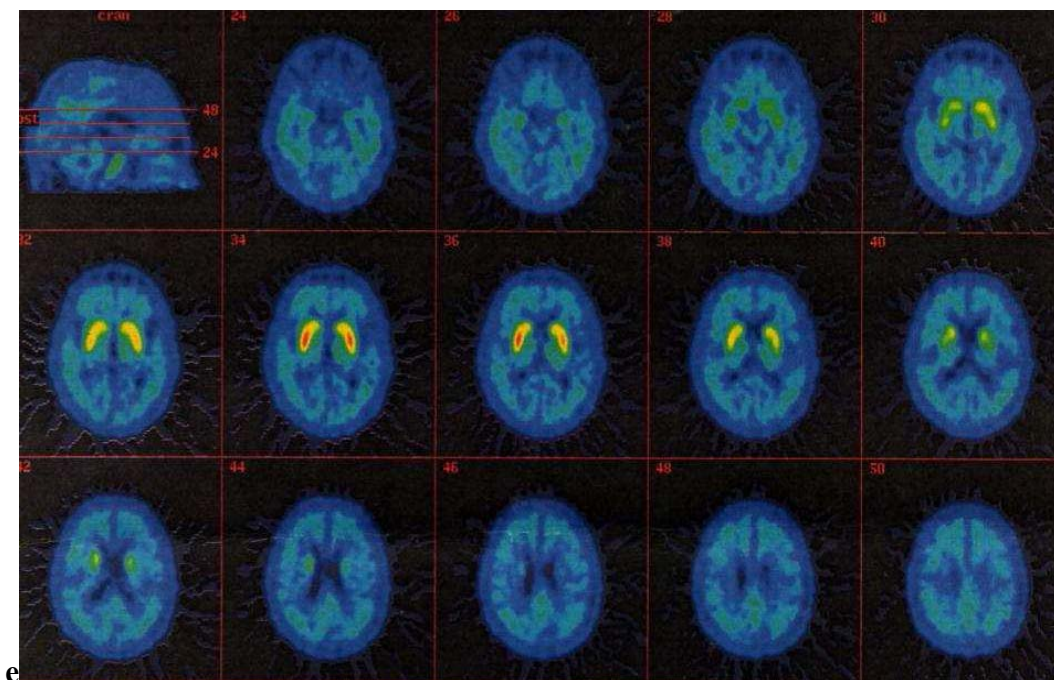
$[^{18}\text{F}]$ DMFP-PET eines Patienten mit PSP. Es zeigt sich bei dieser Abbildung eine verminderte Bindung der radioaktiven Substanz (grün-gelb) an die postsynaptischen Dopaminrezeptoren: Lorenzl 2008: 13.
